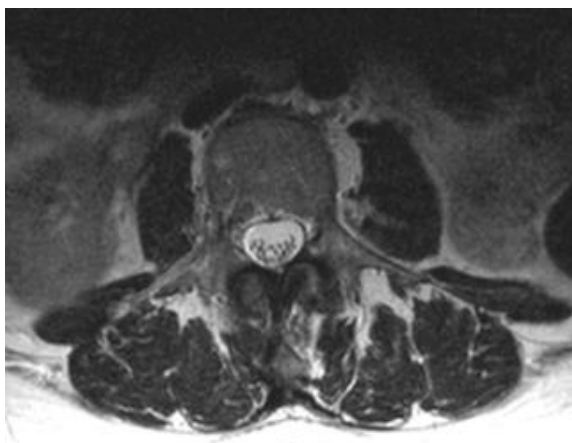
MRT-Aufnahme Normalbefund
